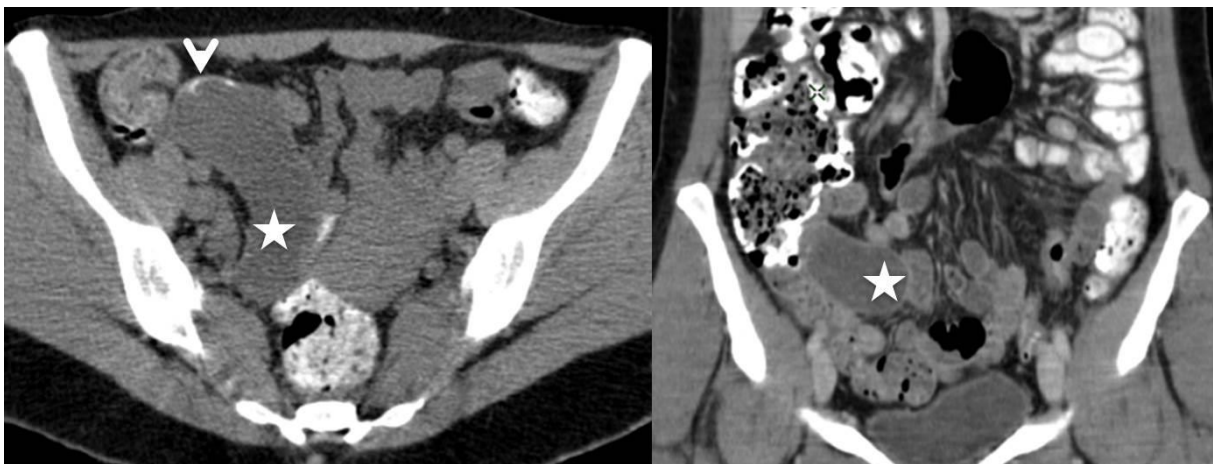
TDM chez un patient de 43 ans se présentant aux urgences pour des douleurs abdominales. Mucocèle appendiculaire secondaire à un cystadénome borderline de l'appendice (étoile) avec de fines calcifications pariétales (tête de flèche).
